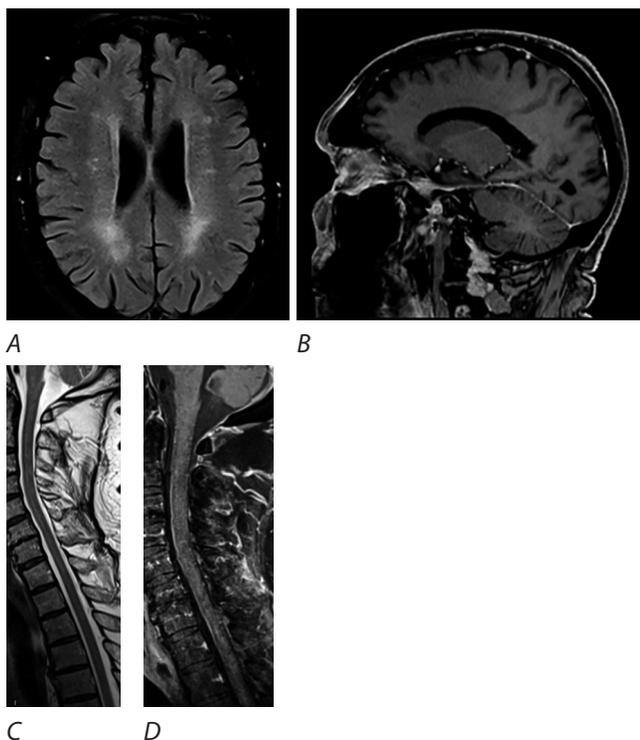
МРТ головного и спинного мозга пациента М. (октябрь 2021 г.).
